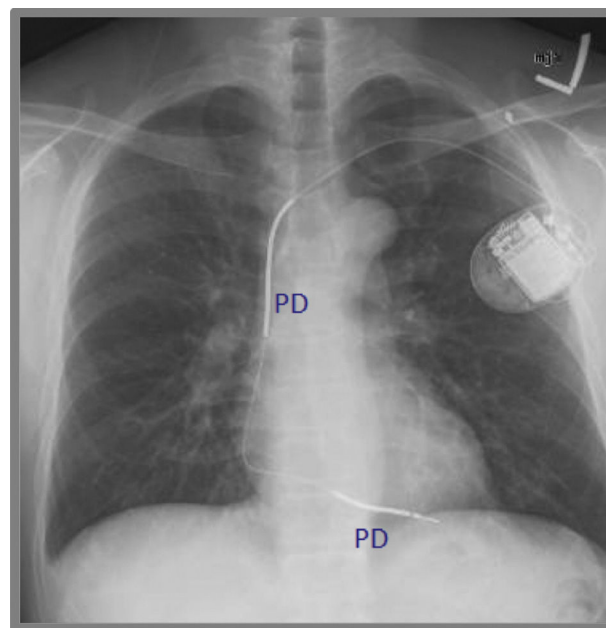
Radiografía de tórax de un cardiovertor-desfibrilador implantable unicameral, con ambas paletas desfibrilatorias (PD) ubicadas a lo largo del electrodo del ventrículo derecho.
